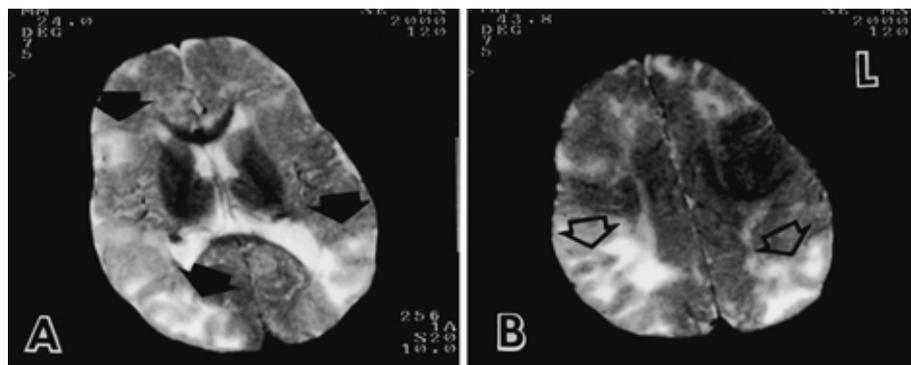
A, B 前頭葉,後頭葉に多数のT₂高信号を示す結節(tuber)がみられる(矢印, MRI T₂強調画像).
